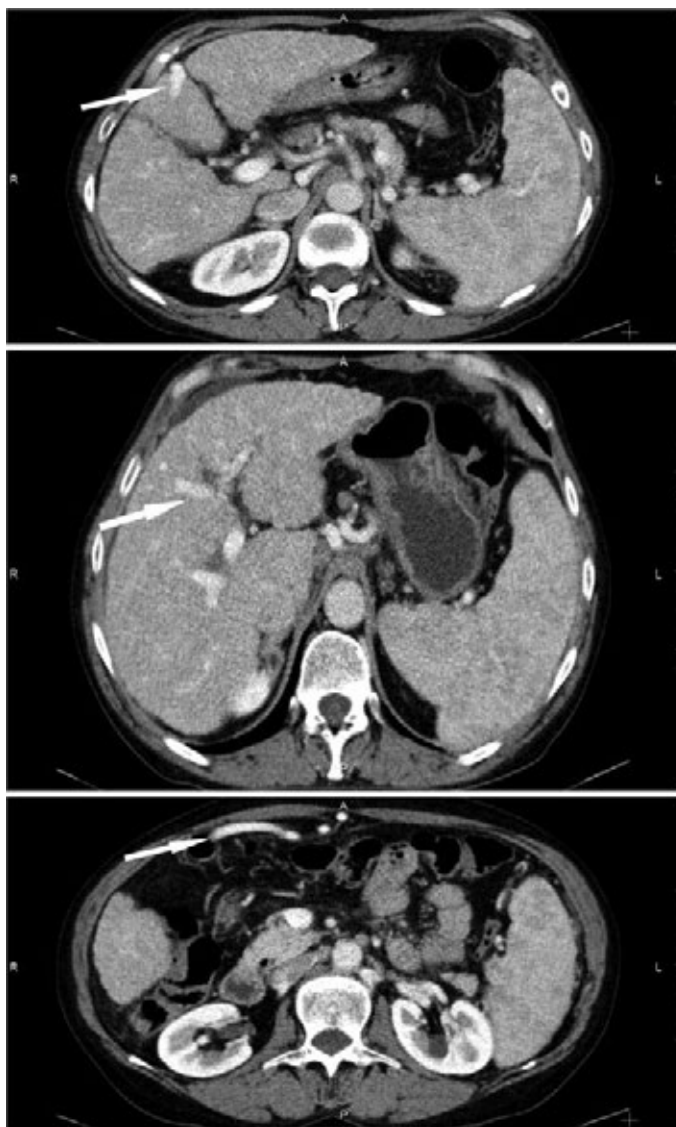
КТ-ангиограмма с контрастным усилением при портальной гипертензии (аксиальная проекция) у взрослого человека (женщина, 66 лет): белая стрелка — расширенная нижняя околопупочная вена *Sappey*
